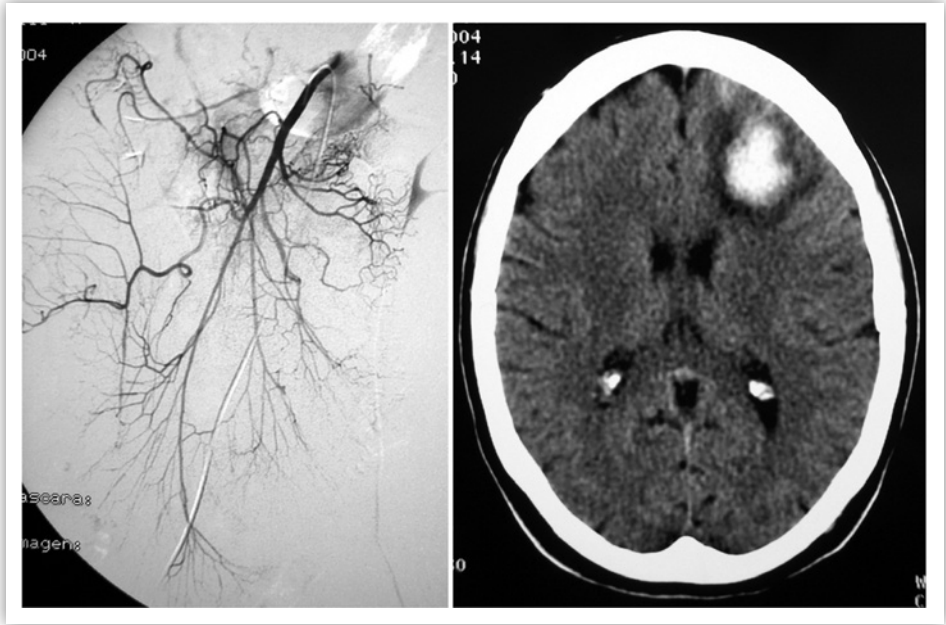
Con frecuencia la embolia de la arteria mesentérica superior va acompañada de embolismos sincrónicos en otras localizaciones. La figura corresponde a una paciente de 56 años de edad que presentó una embolia menor (por debajo de la inserción de la arteria ileocólica), que se resolvió con descoagulación sistémica. La presencia de cefalea y ligera desorientación motivó la indicación de una TC cerebral que muestra un infarto isquémico en el lóbulo frontal derecho.
